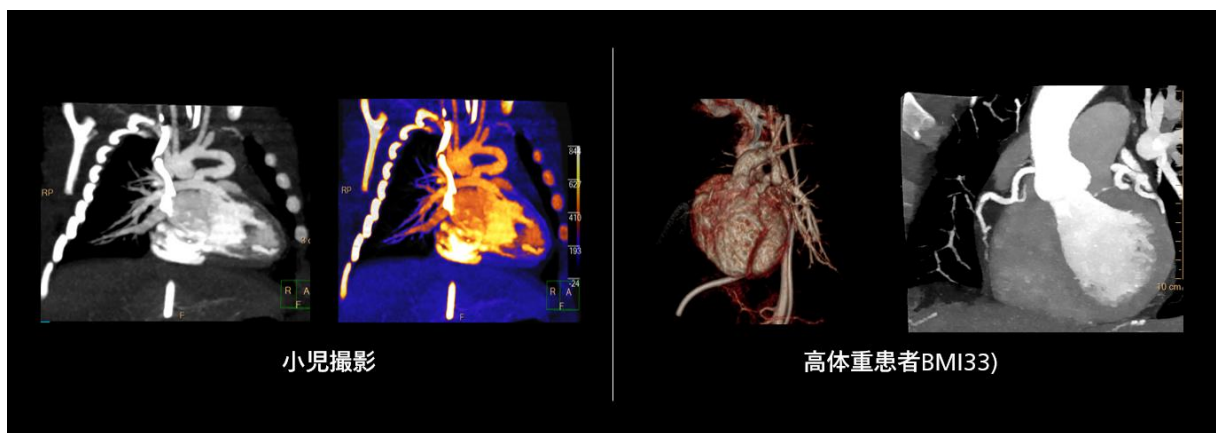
撮影線量の最適化によるスペクトラルスキャンを提供するスペクトラルCT 7500
